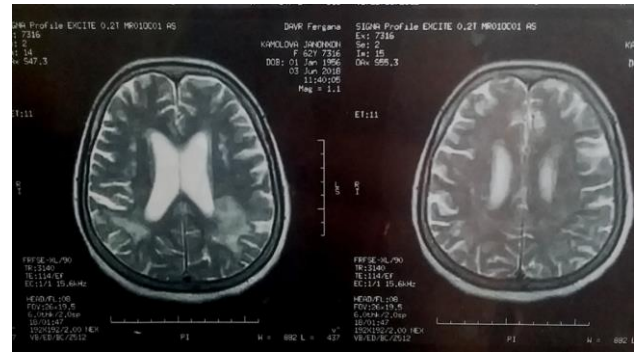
б. Больная К.Ж., 1965 г.р., МРТ-признаки лейкоареоза задних рогов боковых желудочков в обеих лобно-височно-теменных областей. Fazekas 3.
